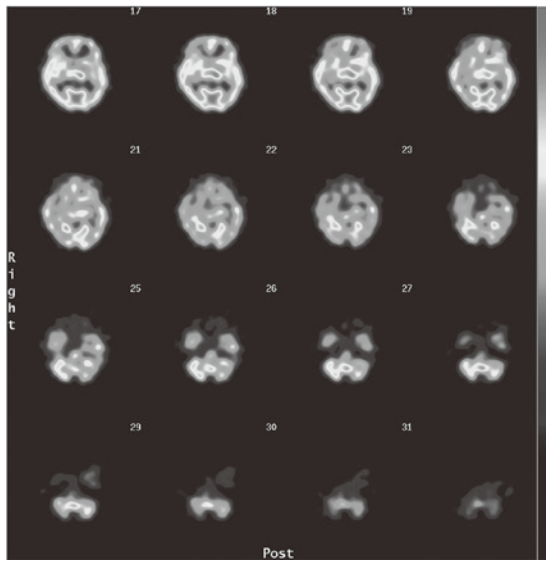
Cerebral blood flow scintigraphy
